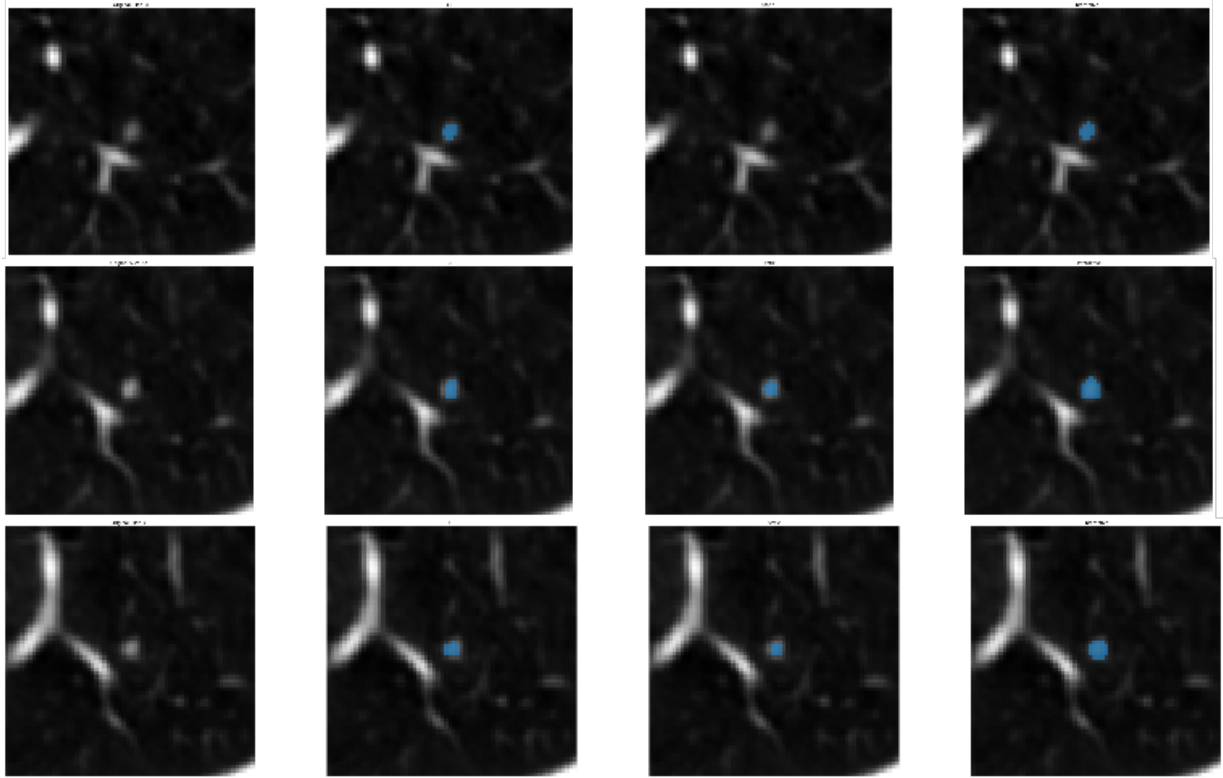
Результати роботи підсистеми інтерактивної сегментації (по рядках упорядковано три поперечних зрізи): перший стовпець – поперечні зрізи КТ-скану; другий – анотовані області утвору; третій – прогнозована маска статичною сегментаційною моделлю; четвертий – оновлені маски після інтерактивної сегментації.
